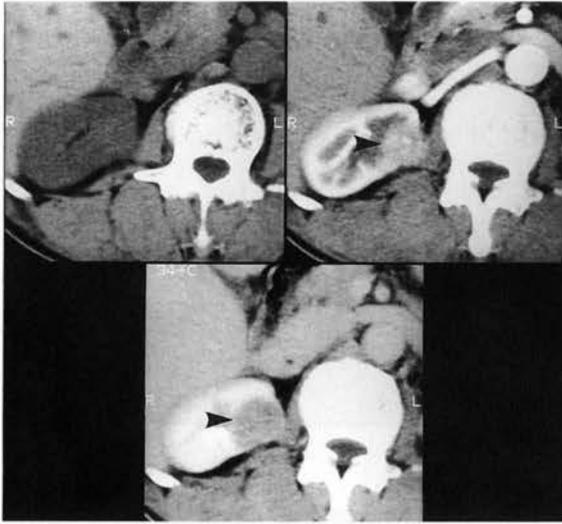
Dynamic CTでは早期に造影され、造影後期では正常腎実質より低吸収域を呈する(矢印)。
